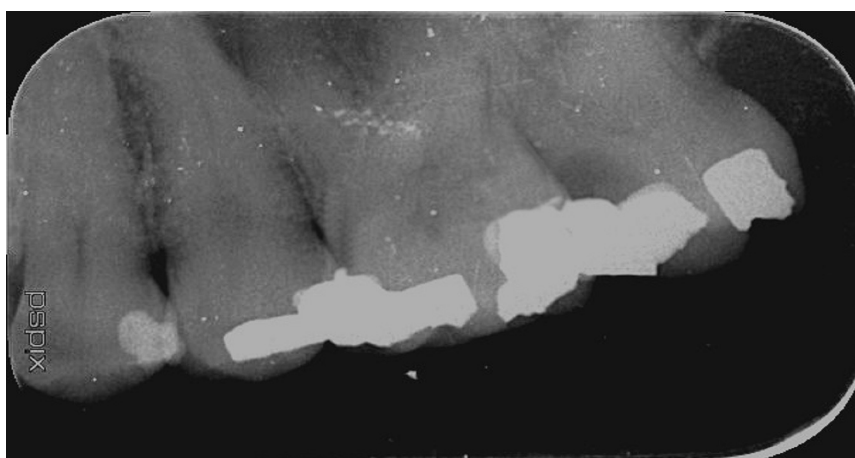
Radiographie rétro-alvéolaire confirmant le diagnostic sur 27 (courtoisie Blanc R.).
